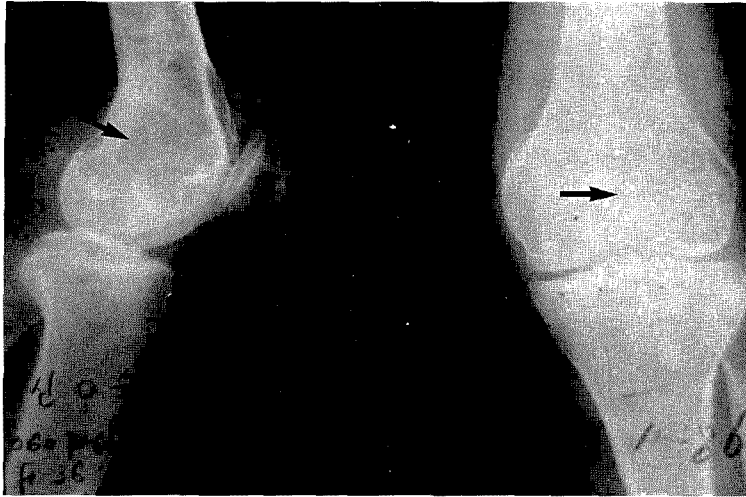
Radiographic finding of giant cell tumor of left distal femur in 36 year old female patient.
